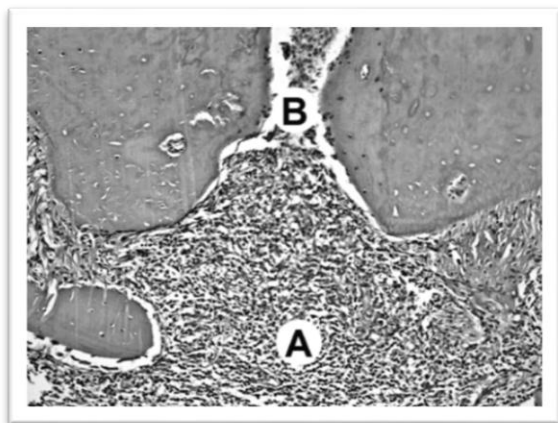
Intrafill. Área periapical con infiltrado inflamatorio celular (A) y sin sellado apical (B). (Mário Filho Tanomaru, 2009).
